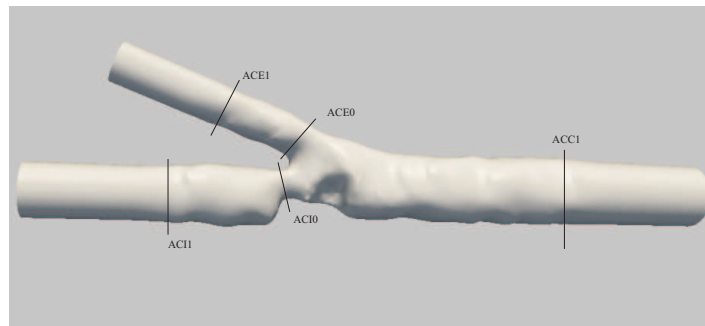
Secciones en las cuales se midieron las velocidades y los diámetros mediante de la utilización del ecógrafo Doppler. Preoperatorio.
